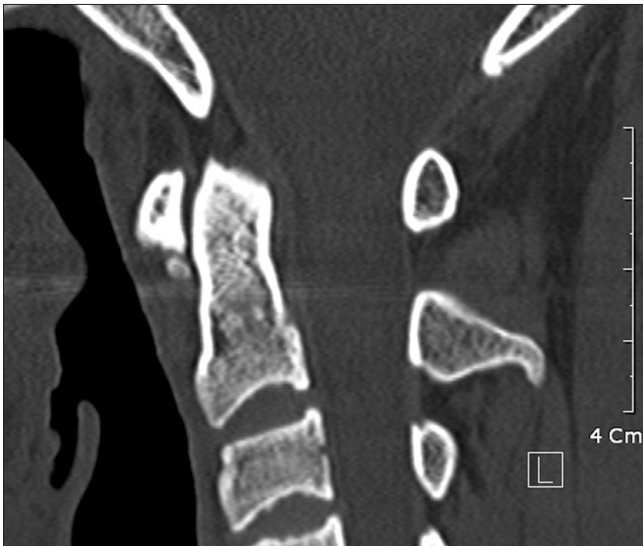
Sagittal CT image shows marginal sclerotic elliptical ossicle inferior to the anterior arch of the atlas.
